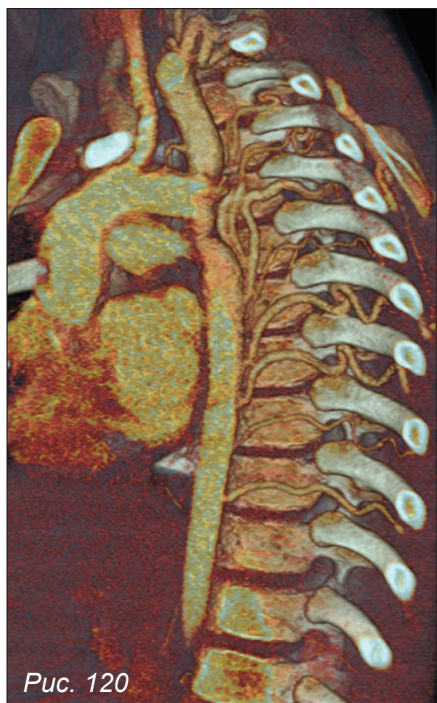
КТ-ангиография.
